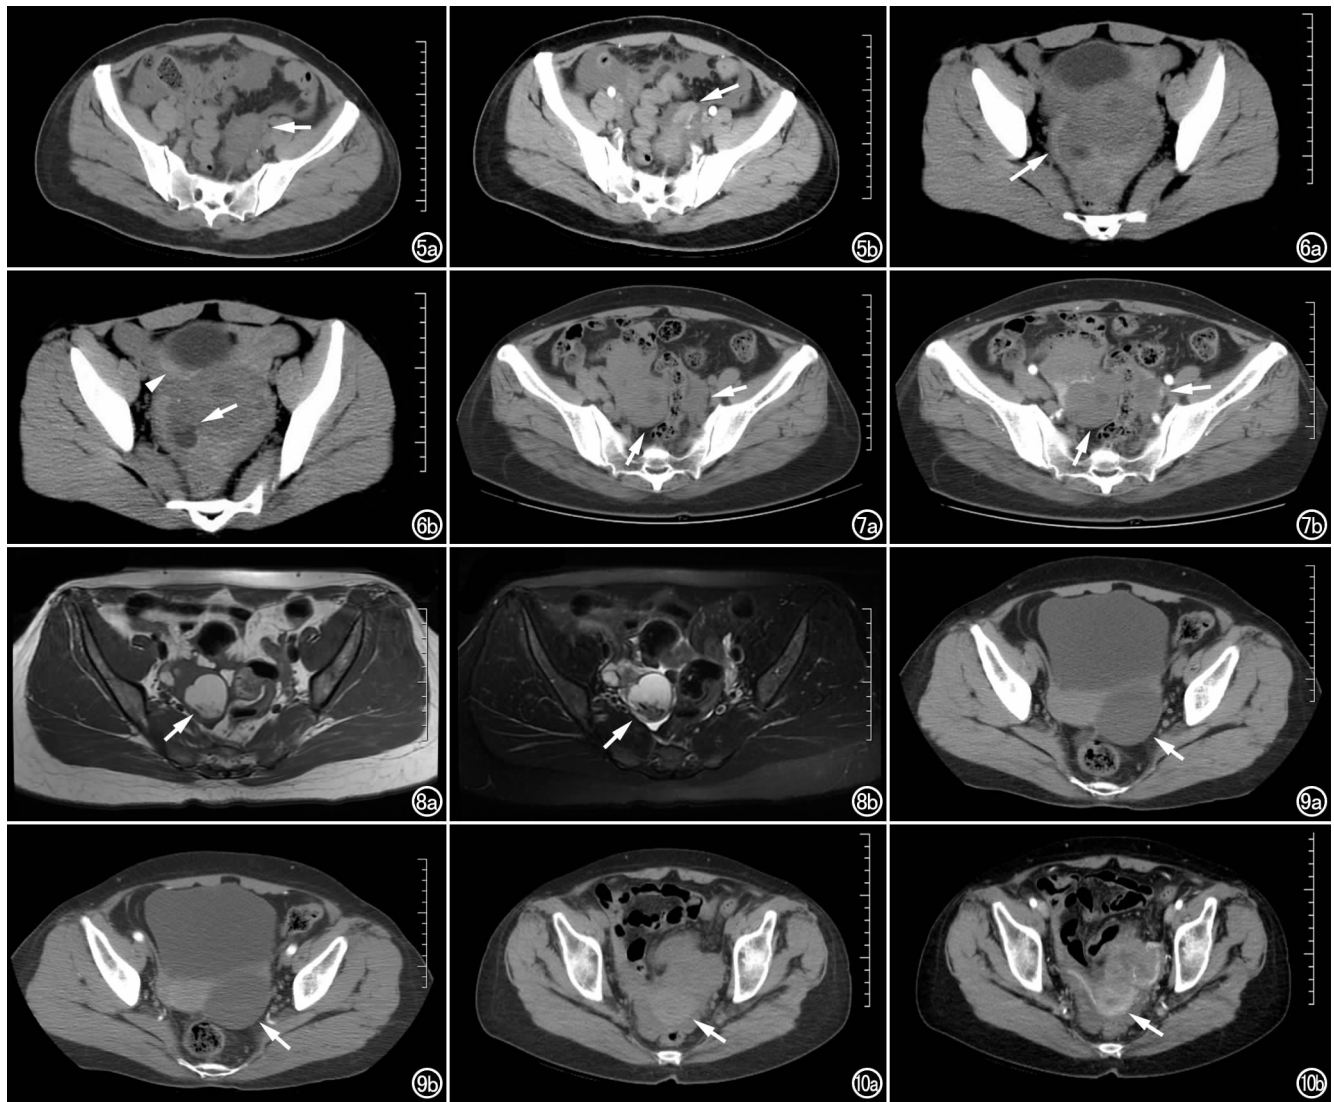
女, 39 岁, 左侧输卵管结核。a) CT 平扫示左侧附件区蛇形稍低密度影, 边界模糊(箭); b) 增强扫描示左侧输卵管管壁增厚, 明显强化(箭), 同时可见腹腔积液和腹膜增厚。图 6 女, 36 岁, 右侧输卵管妊娠。a) CT 平扫示右侧附件区环状稍高密度影(箭), 壁厚, 边界模糊; b) 邻近层面 CT 平扫示中央低密度孕囊囊壁不完整, 可见破裂口(箭)及盆腔积血(箭头)。图 7 女, 40 岁, 双侧输卵管子宫内异位。a) CT 平扫示双侧附件区管状稍高密度肿块影(箭), 边界模糊; b) 增强扫描示肿块内部无强化, 局部管壁轻度强化(箭)。图 8 女, 42 岁, 右侧输卵管子宫内异位。a) 横轴面 T_1 WI 平扫示右侧附件区结节状高信号肿块(箭), 其内形态不规则稍低信号的充盈缺损为异位的子宫内膜腺体; b) 横轴面 T_2 WI 抑脂平扫呈高信号, 囊内见不规则低信号(箭)。图 9 女, 58 岁, 左侧输卵管系膜囊肿。a) CT 平扫示左侧附件区类圆形低密度影(箭), 壁薄, 边界清晰; b) 增强扫描动脉期囊内液体无强化(箭), 囊壁无明显强化。图 10 女, 53 岁, 左侧输卵管高级别浆液性癌。a) CT 平扫示左侧附件区囊实混合性肿块(箭), 可见盆腔积液; b) 增强扫描动脉期肿块呈腊肠形(箭), 呈明显不均匀强化。
